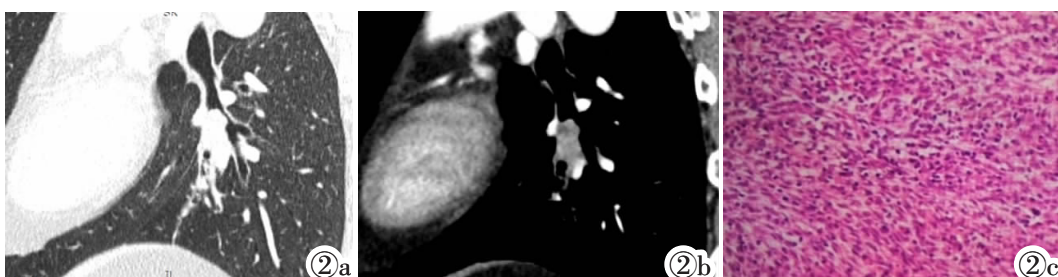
CT 肺窗矢状位:左肺下叶跨基底段支气管壁腔内外不规则结节,瘤肺界面清楚,边缘可见分叶,病灶致远端阻塞性肺炎。图 2b CT 纵隔窗矢状位:增强扫描呈
